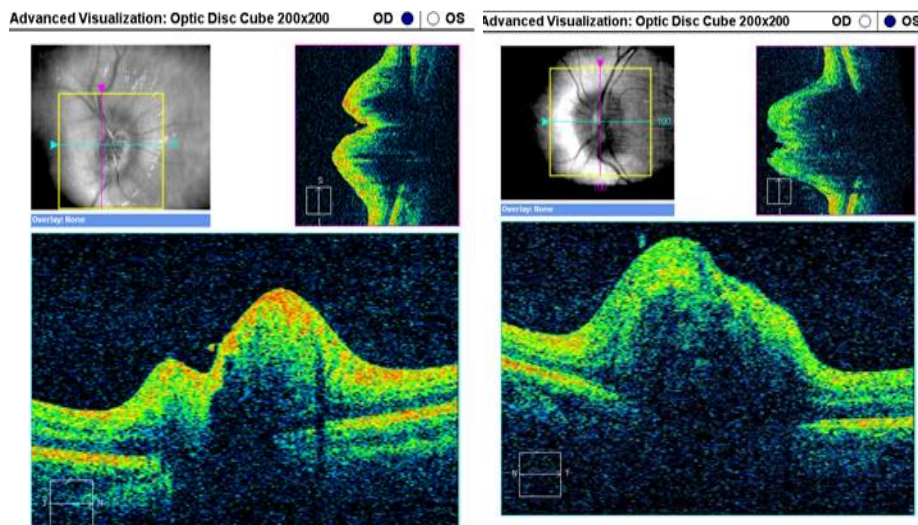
Pazienti AN 69 anni. Tomografia a coerenza ottica del nervo ottico e della retina
